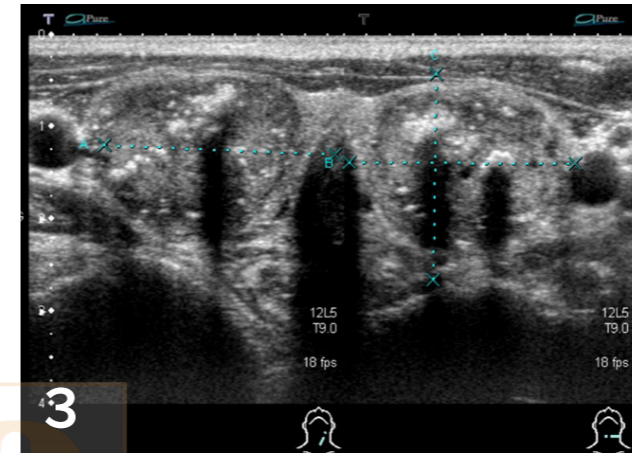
甲狀腺髓質癌的超音波圖像，最具特點的為微小鈣化點。圖 5. 甲狀腺髓質癌的細胞學變化，細胞較大，細胞質較多，在細胞質內出現藍色或粉紅色的顆粒 (劉氏染色)，這些顆粒通常比較靠近細胞的邊緣。細胞核偏心，可以一個或多核。
